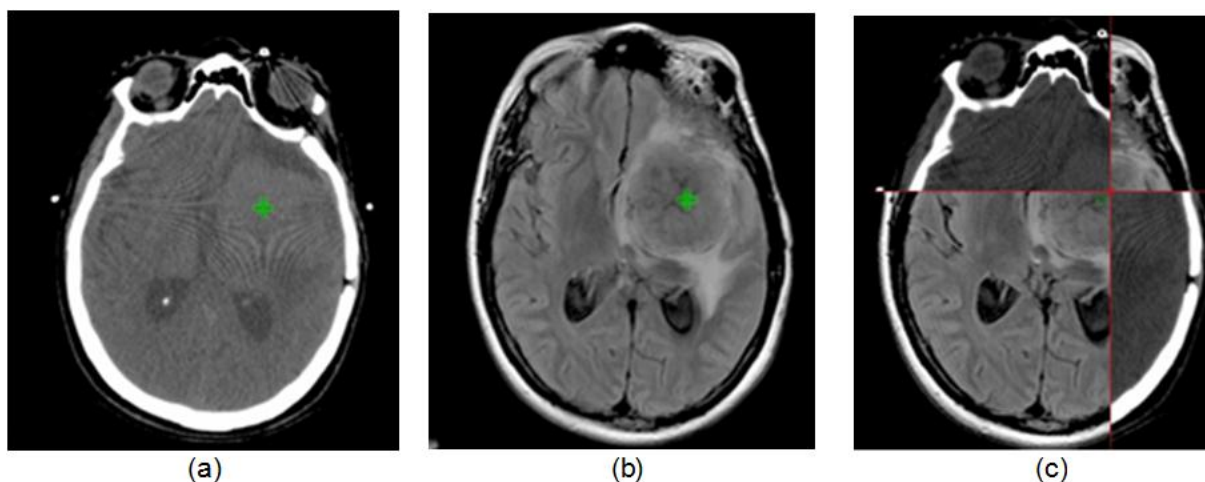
Imagem de tomografia em (a) e ressonância magnética em (b). Fusão de imagens para melhor visualização das estruturas anatômicas bem como da região do tumor em (c).
